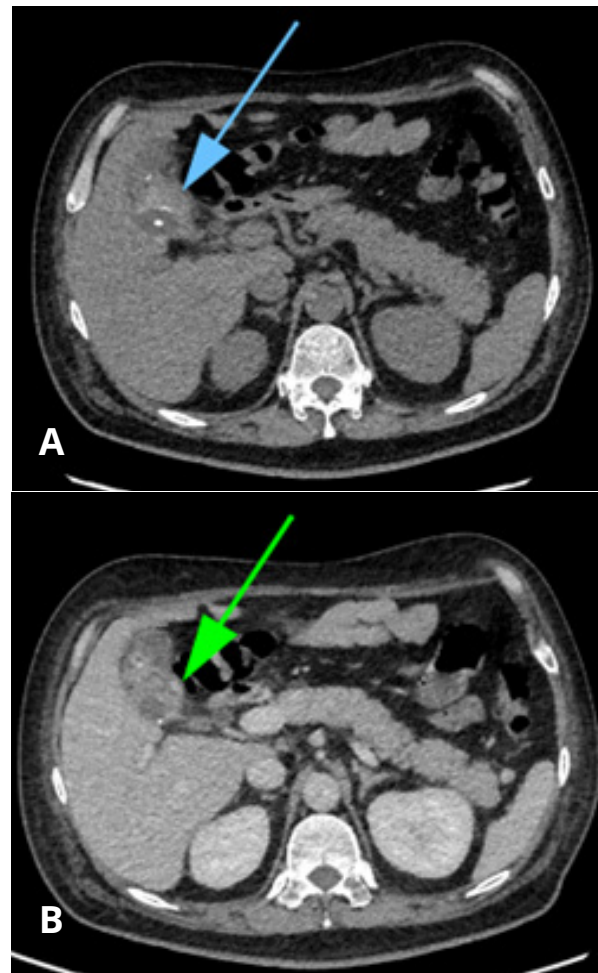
Tomografía de abdomen: A) sin contraste: contenido hiperdenso (63 UH) en el lumen vesicular, sugerente de contenido hemático B) fase venosa: imagen nodular intraluminal que presenta densidad similar a las estructuras vasculares adyacentes.
